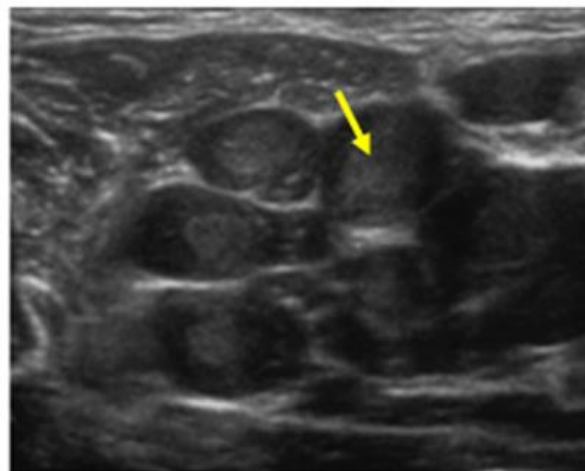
échographie : masse multiple hétéronodulaire, hypoéchogène, homogène séparée par des lisérés fins qui sont hyperéchogènes.
